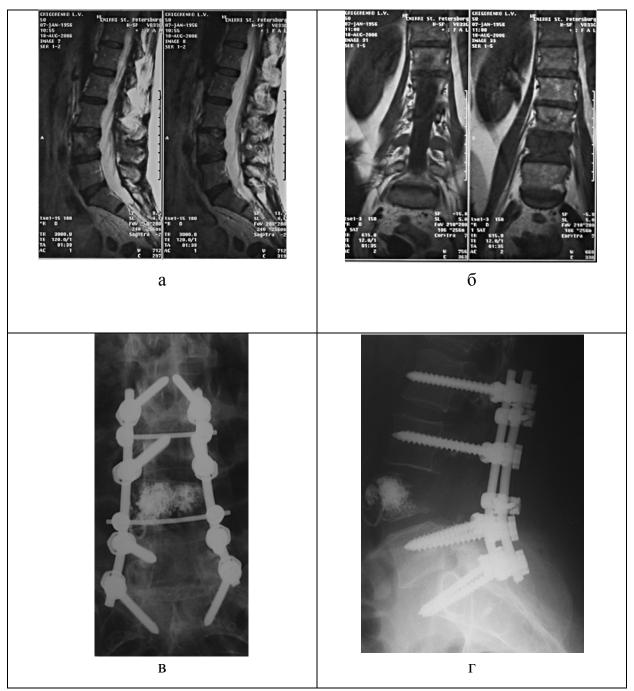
а, б – магнитно-резонансная томография. Патологический перелом LI позвонка. в, г – открытое пункционное введение костного цемента в тело 4-го поясничного позвонка, что позволило избежать выполнения достаточно травматичной операции на переднем отделе позвоночника
